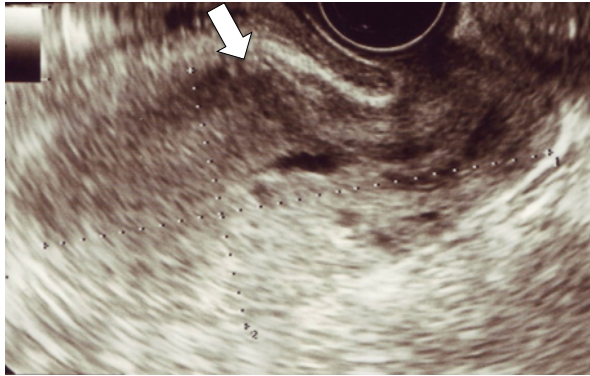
第 2 子帝王切開分娩後一ヶ月健診での経膈超音波断層像：白矢印は帝王切開創部を示す。
